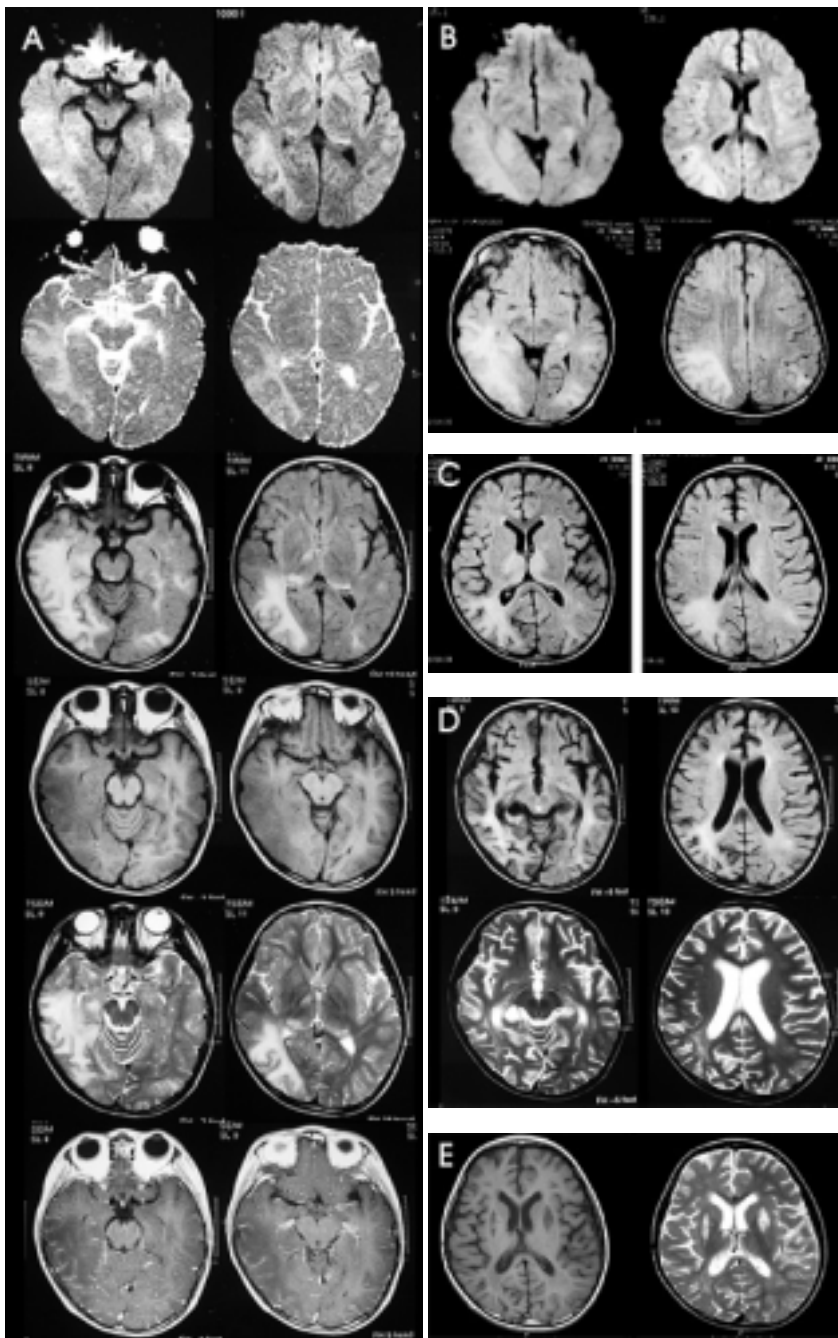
Serial follow up of brain MRI. (A) At 3 months after symptom onset, there are high signal intensity lesions in the right temporoparietal area and bilateral thalamic areas (more severe in the right side) on DWI, ADC, T2WI and FLAIR, but low signal intensities in the same area on T1WI. T1-Gd enhancement is noted. DWI, ADC map, FLAIR, T1 image, T2 image, T1 enhanced image are sequenced from top to bottom. (B) Diffusion and FLAIR image taken 1 week after image shows extension of the previous lesion. (C) Prominent signal intensity on the bilateral thalamic areas in the FLAIR image taken 4 months after symptom onset. (D) FLAIR and T2 image. (E) T1 and T2 image reveal diffuse atrophy with dilated ventricles on the follow-up MRI at the about 6 and 26 months after symptom onset. Unexpected lesion on the bilateral basal ganglia might be related to secondary effect due to Wallerian degeneration in consideration of the flaccid paraplegia in clinical point of view.
